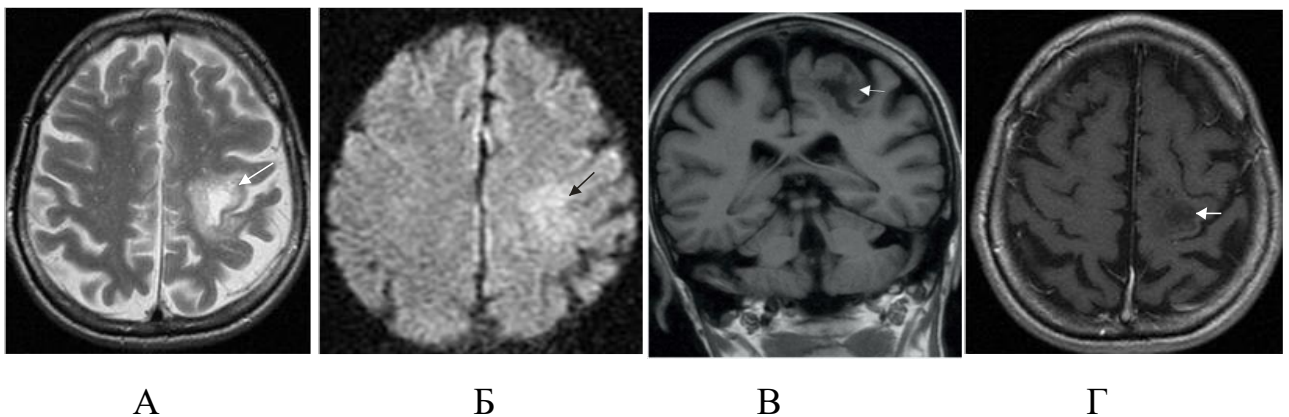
Пациент В., 44 года (И/б 651). ПМЛ, СВИ. Старт АРТ 28.02.2016. С марта 2016 появились шаткость походки, дефицит в правых конечностях, онемение в левой руке. Снижение вирусной нагрузки с 840859 коп/мл до неопределяемой и увеличение количества клеток с 125 кл/мкл до 144 кл/мкл. Выполнена люмбальная пункция, возбудители не выявлены. На МРТ: А – T2 ВИ, Б – ДВИ с b-фактором 1000, В- T1 FLAIR, Г – T1 ВИ с контрастированием демонстрируют зону патологической интенсивности МР-сигнала на границе левых лобной и теменной долей (стрелки) с повышением сигнала на ДВИ, без накопления контрастного вещества
